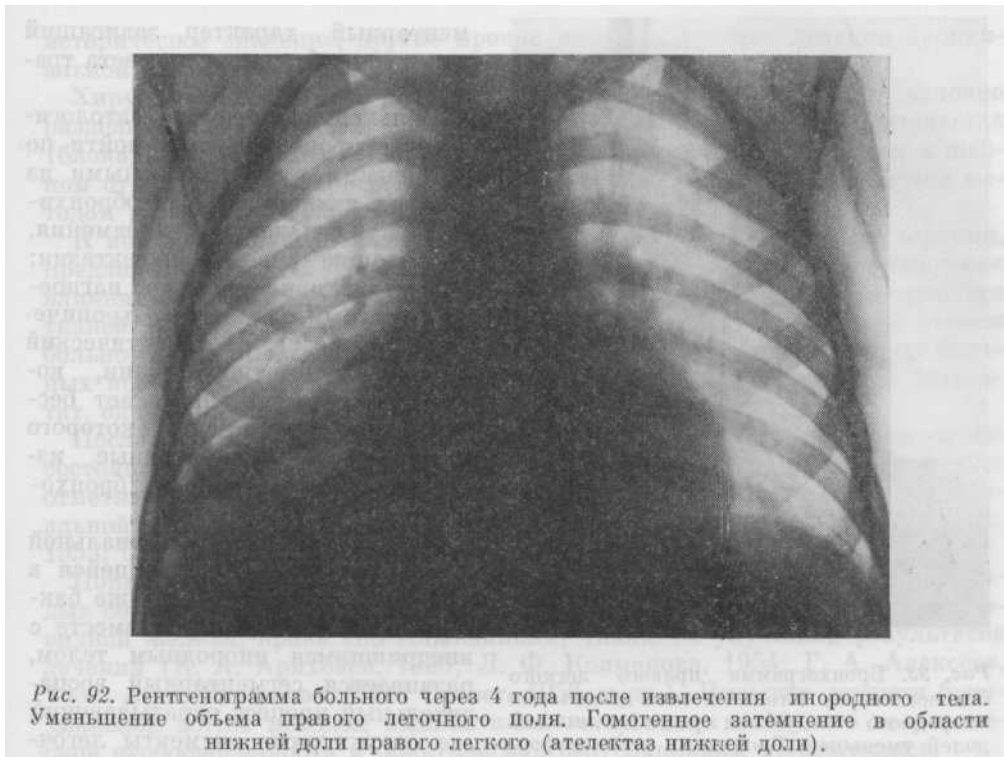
Рентгенограмма больного через 4 года после извлечения инородного тела. Уменьшение объема правого легочного поля. Гомогенное затемнение в области нижней доли правого легкого (ателектаз нижней доли).
